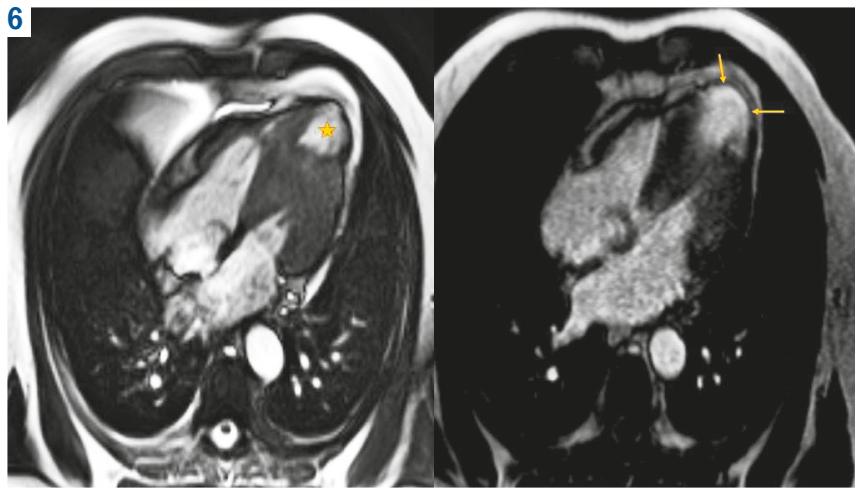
МРТ серця в чотирикамерній проекції (зображення зліва – ssfp cine, справа – LGE). Визначена типова апікальна аневіризма лівого шлуночка у пацієнта з необструктивною формою ГКМП (жовта зірочка – апікальна аневіризма, жовті стрілки – рубцеві зміни, виявлені під час LGE).
